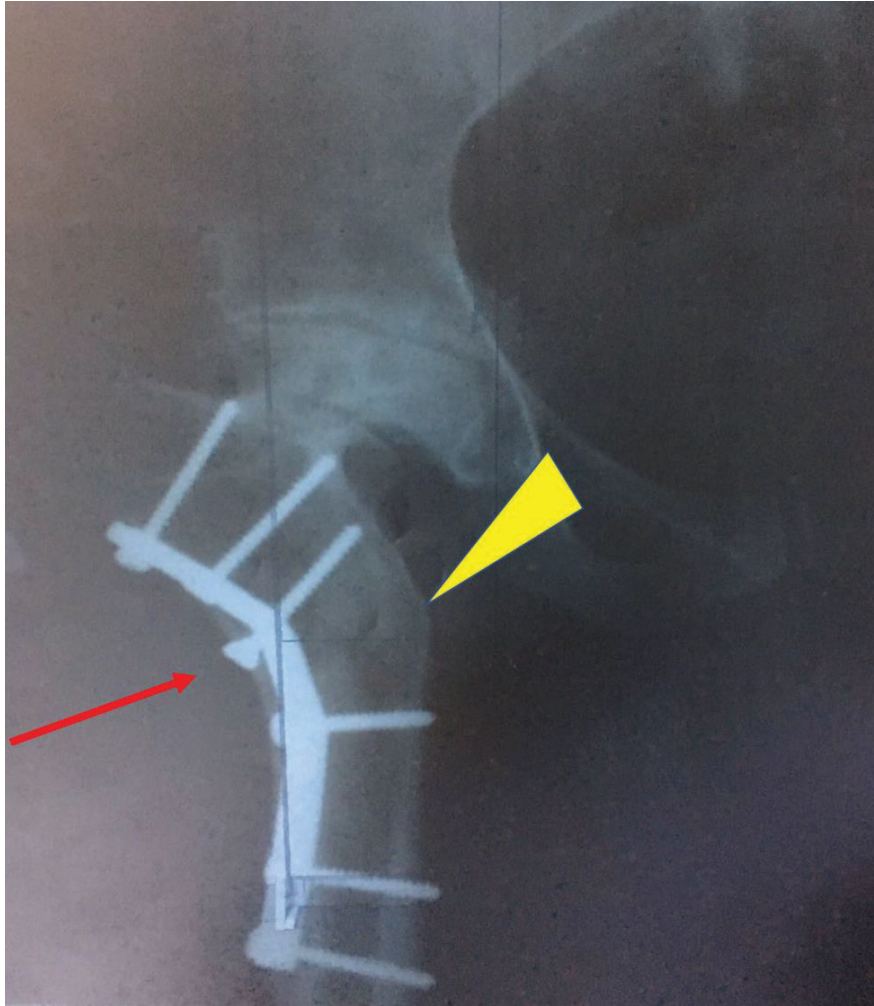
GKD nedeniyle çocukluk çağında Harris-Müller plağı ile PFO uygulanmış bir vakanın kalça AP grafisi.
